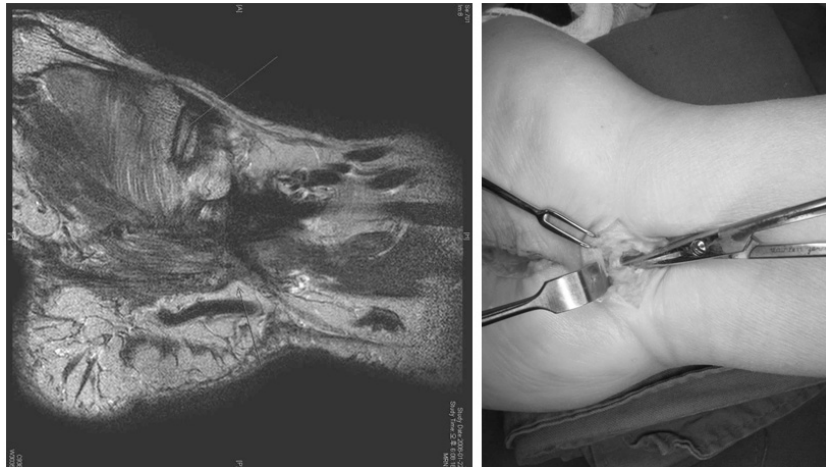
심한 통증을 호소하는 57세 남자 환자 오른쪽 손의 carpal tunnel syndrome의 치료를 위해 palm에 피부 절개를 가하고 transverse carpal ligament를 release하였으나 수술 후 causalgic pain이 발생, 술 후 39일에 MRI를 촬영하였다. (Left) MRI 소견상 palm의 transverse carpal ligament는 release되어 있으나 wrist upper margin에서 정중 신경이 아직 compression되고 있는 것을 볼 수 있다. (Right) 1차 수술 2달 후 wrist crease를 transverse 하게 열어 남아 있는 ligament를 절개한 후 증세는 호전 되었다.
